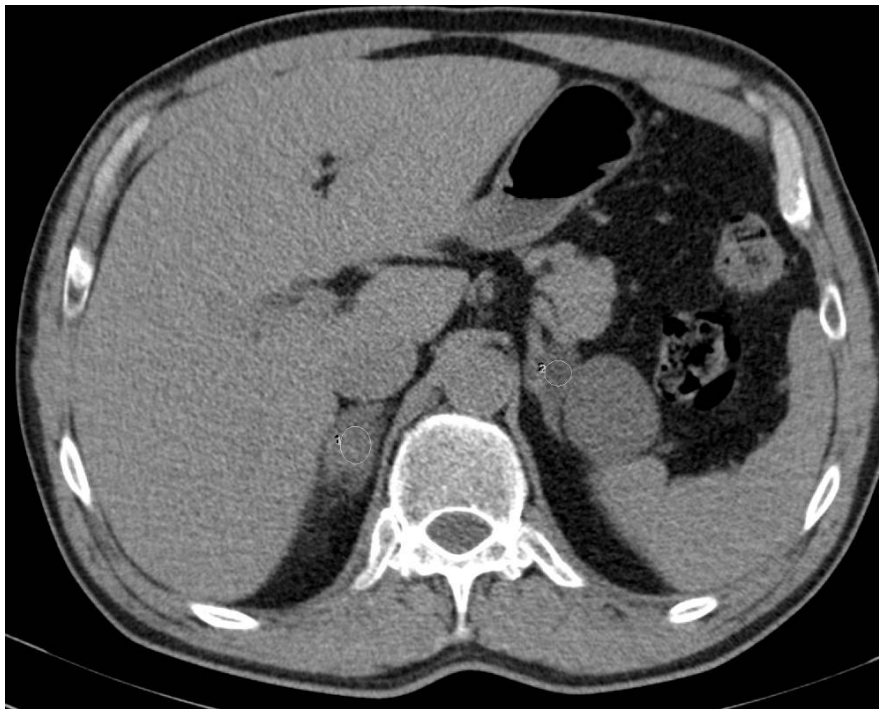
Fall 4 - Nebennieren-Raumforderungen in der CT nativ (re.: 24 HU - metastasensuskpekt, li.: 6 HU - benigne)
